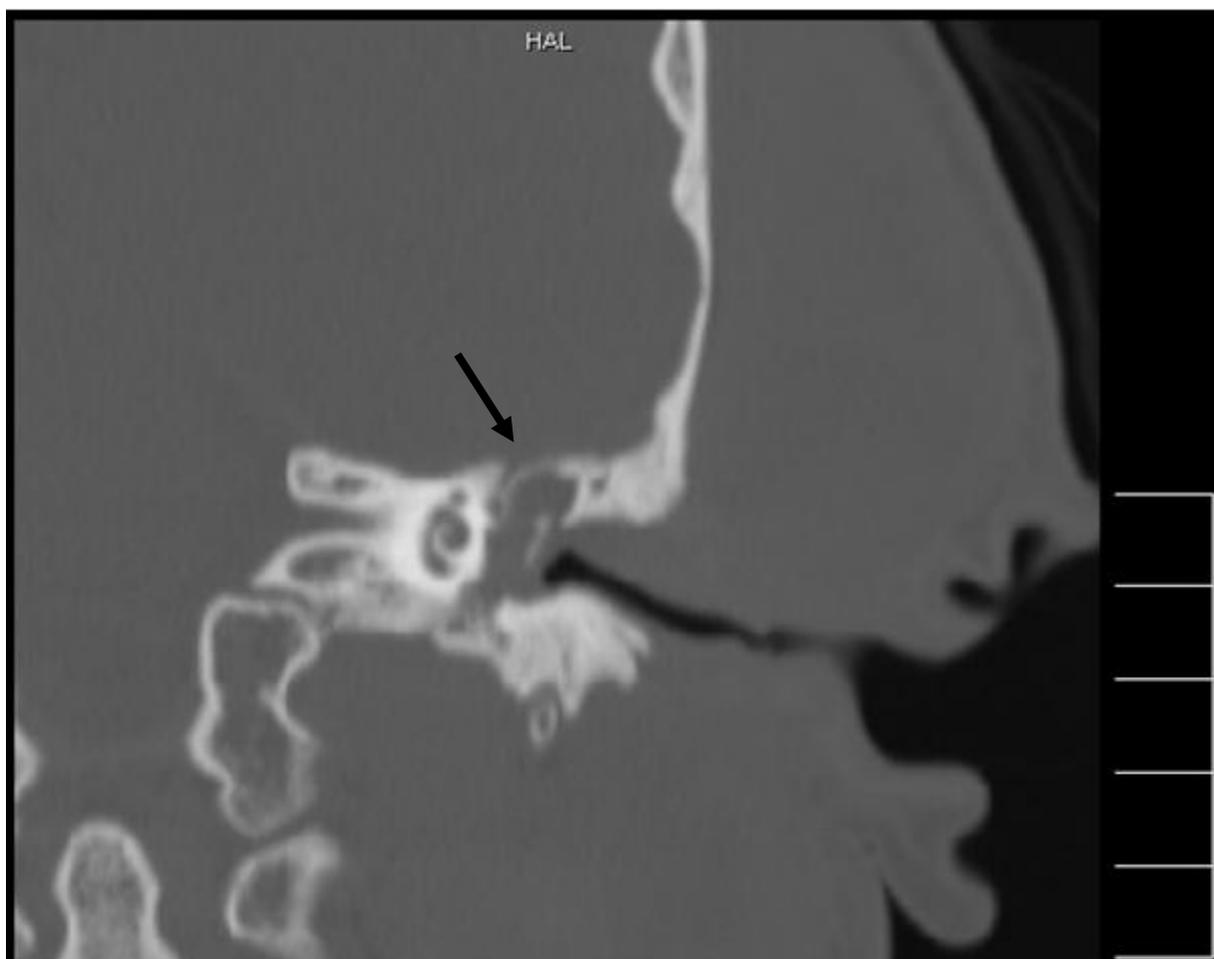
TC axial crânio-encefálica de ouvido: Fenómenos de destruição óssea (seta).
